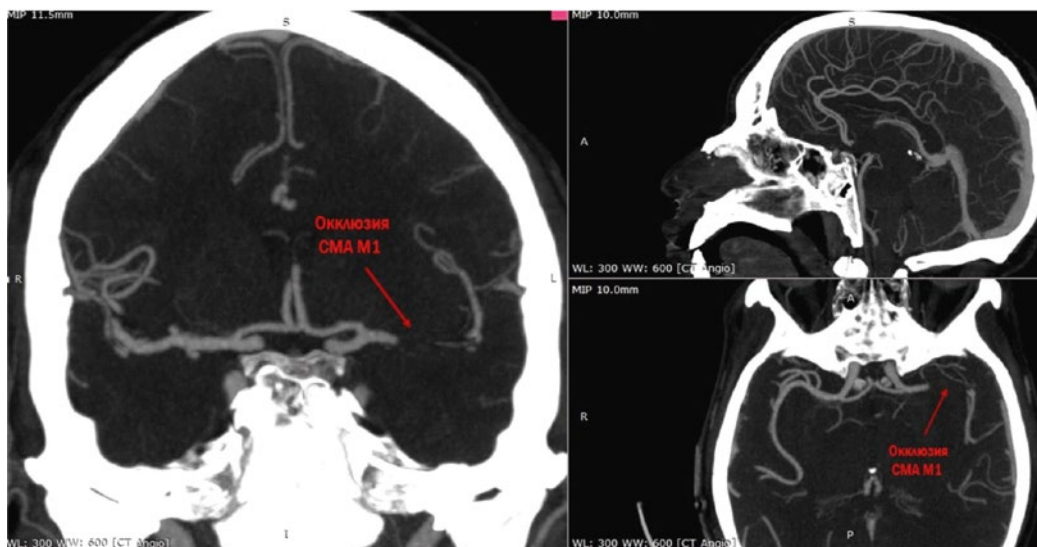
КТ - ангиография головного мозга (красной стрелкой показана тромбированная СМА слева)
